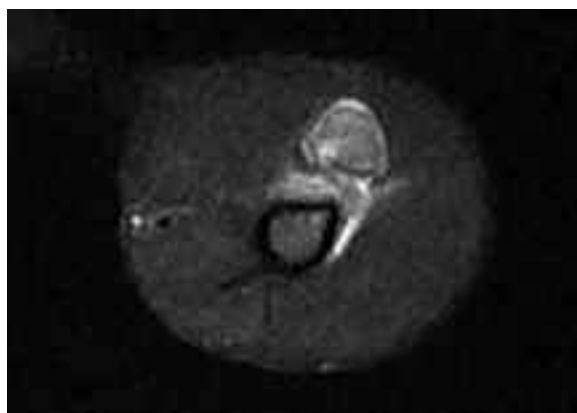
RM axial STIR del hombro con edema de la médula ósea del osteocondroma.
